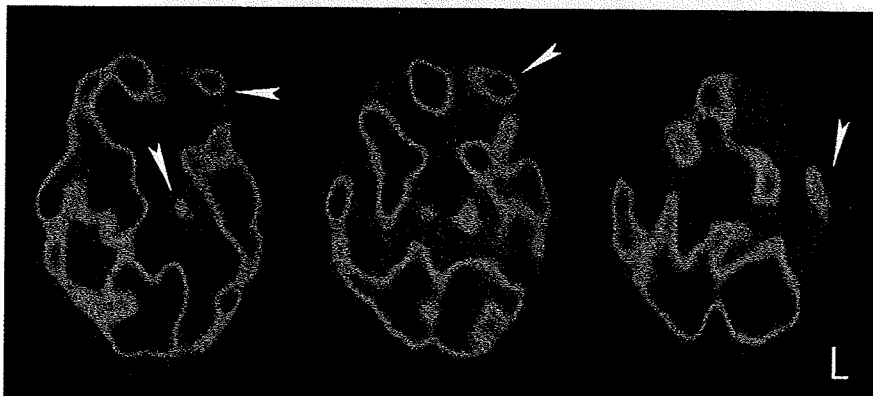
脳炎後の孤立性逆行健忘例のMR画像海馬長軸平行像と海馬長軸平行の脳血流 Single Photon Emission Computed Tomography (SPECT) 像
